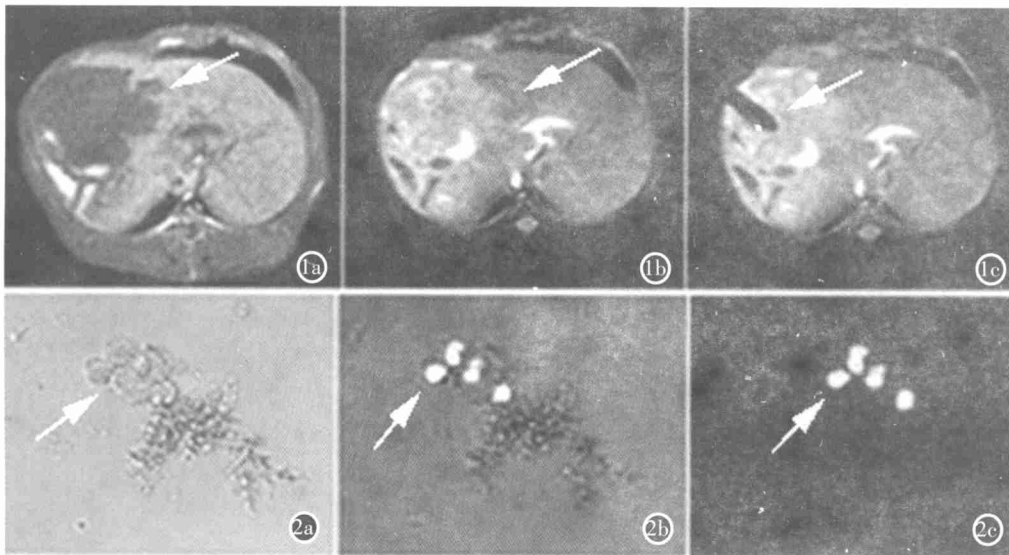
兔肝肿瘤 MRI 表现, 示肿瘤呈结节样改变。a)  $T_1$  加权像, 显示肿瘤呈低信号改变, 边界较为清楚(箭)。b)  $T_2$  加权像, 显示肿瘤为高信号, 肿瘤中间信号高低不甚均匀。c) 磁共振穿刺针插入(箭), 注入酒精后周围组织信号无明显降低。
